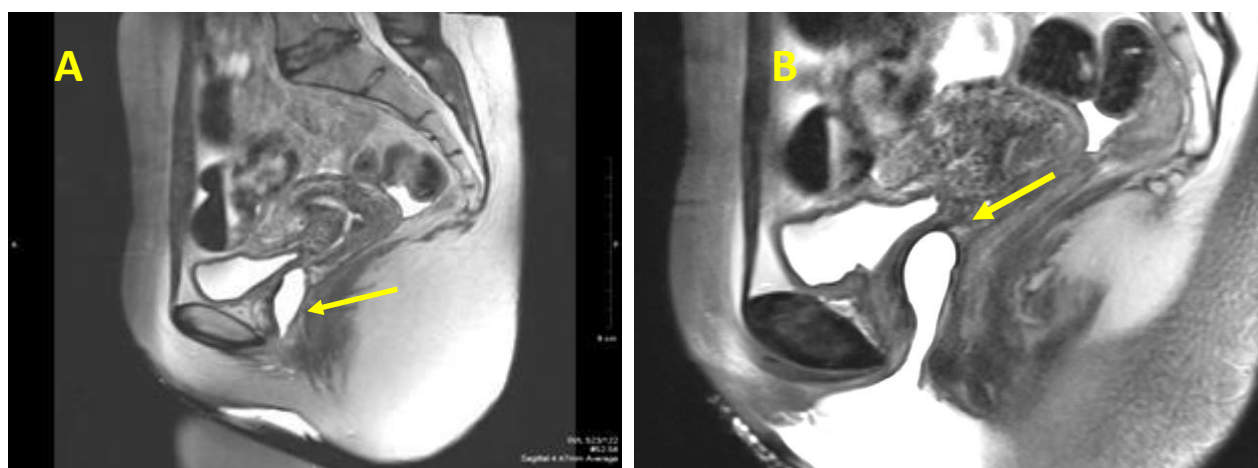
IRM în ponderație T2, plan sagital. Vaginul contrastat cu gel hidric(A), se determină o membrana longitudinală (sept vaginal longitudinal) în 1/3 medie a vaginului la o distanță de 6 cm de la intrarea în vagin, grosimea membranei până la 2mm (B)
